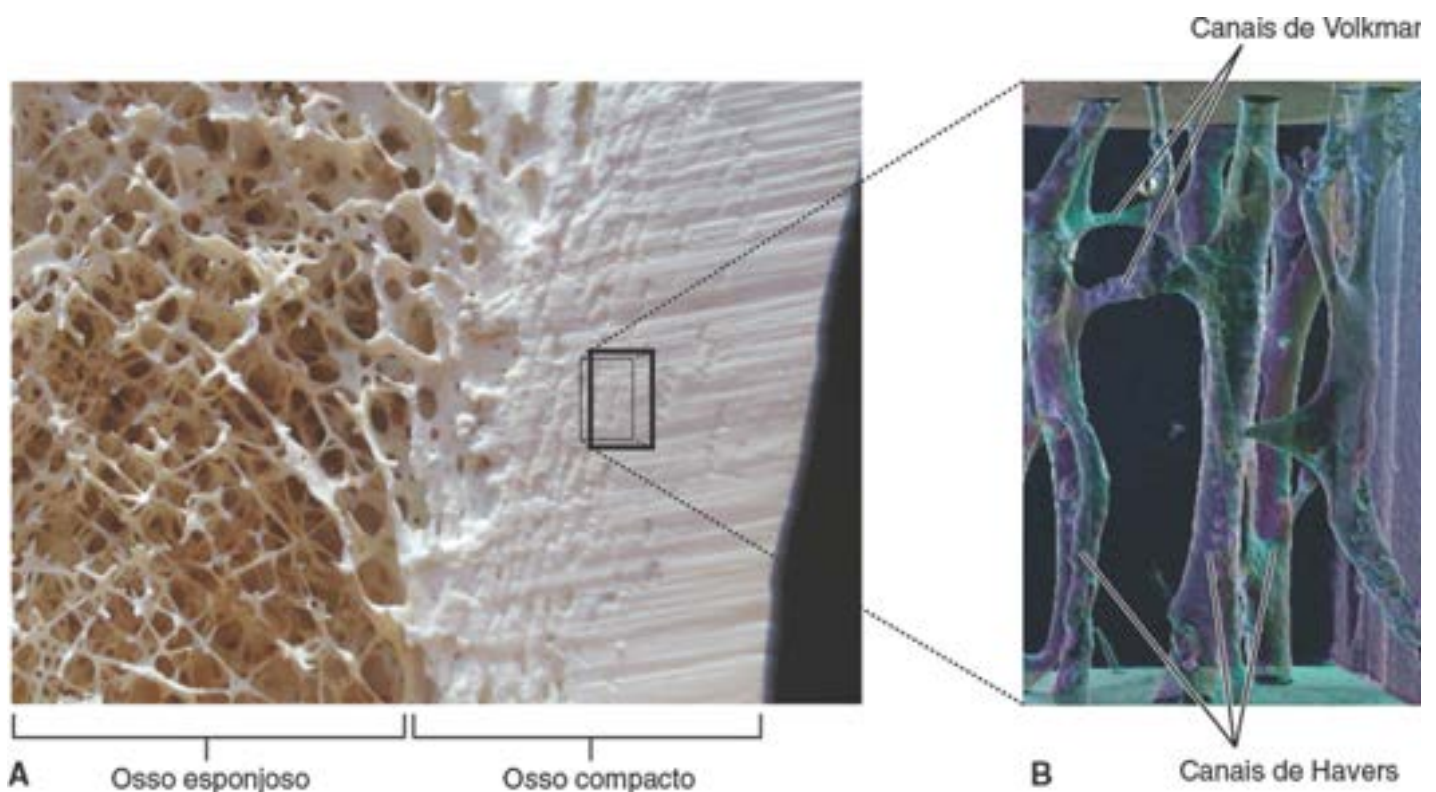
Reconstrução tridimensional dos canais de Havers e de Volkmann de um osso compacto. A. Esta fotomicrografia mostra um aumento da interface entre o osso compacto e o osso esponjoso da diáfise do fêmur. B. Com o uso da tomografia computadorizada (TC) quantitativa de alta resolução, foi obtida uma reconstrução tridimensional dos canais de Havers e de Volkmann de uma pequena área do osso compacto indicada na fotografia adjacente. Observe que todos os canais de Havers seguem um percurso paralelo uns aos outros, longitudinal ao maior eixo do osso, e estão interconectados por canais de Volkmann de orientação perpendicular. 180x. (Cortesia do Dr. Mark Knackstedt, Australian National University.)
